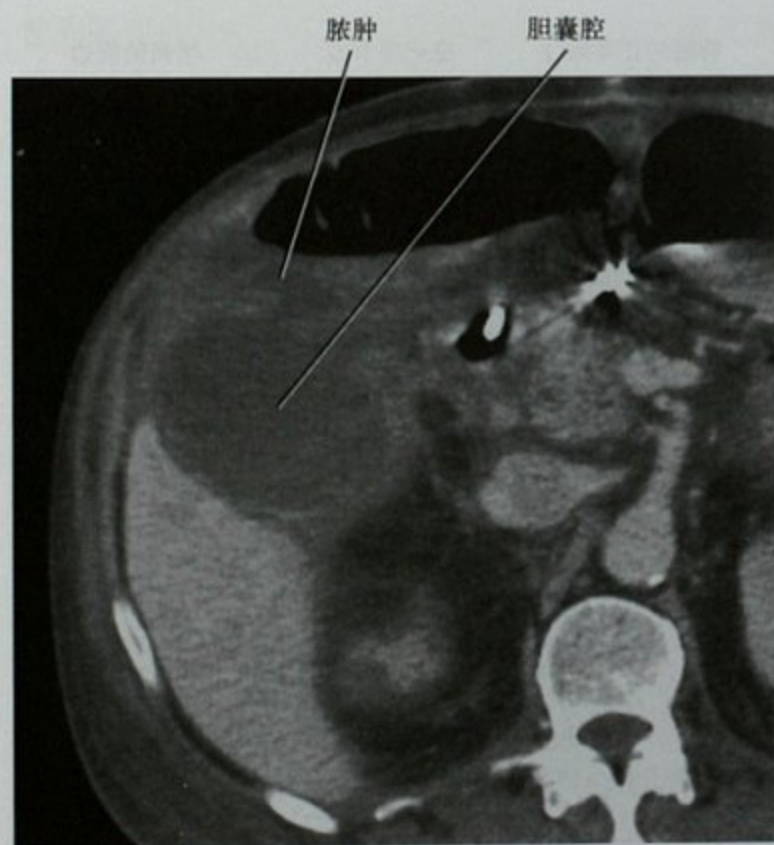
上腹部增强 CT 横断位图像,显示胆囊(GB)的穿孔,超声未能诊断。附近肠管的内侧胆囊穿孔比外侧壁穿孔更容易被超声漏诊(与图 1-39 比较)
